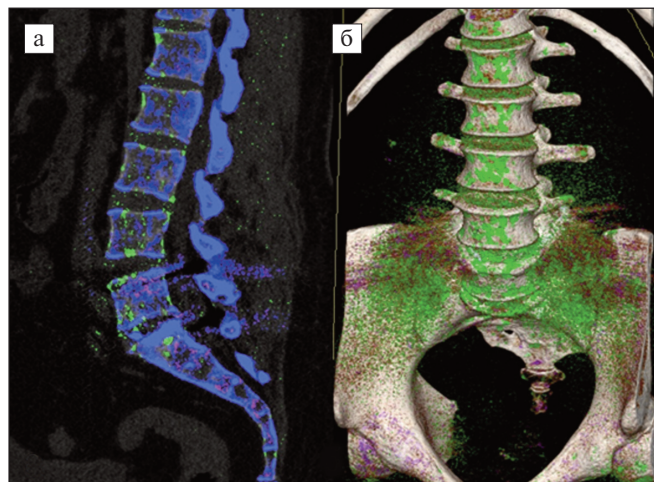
ДЭ КТ поясничного отдела пациента Е. в двухмерном режиме (а) и 3D-реконструкция (б). Зеленым отмечены места отложения кристаллов моноурата натрия¹
